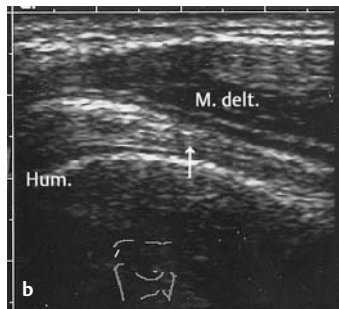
u. b Sonographie der Schulter: Ventraler Längsschnitt.
